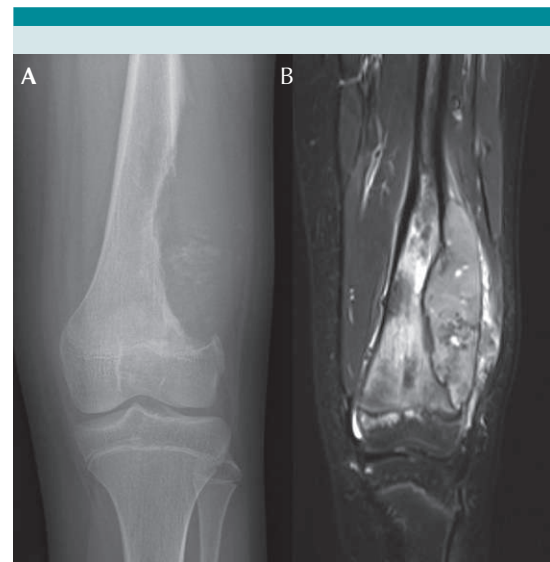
Paciente de 12 años con 3 meses de evolución con dolor en rodilla izquierda, con aumento de volumen, dolor en la cara lateral de fémur distal, sin otros hallazgos. La radiografía en proyección anteroposterior (A) demostró una lesión destructiva (osteolítica) en el fémur distal, con márgenes mal delimitados, reacción perióstica y masa de partes blandas. Ante estos hallazgos, está indicado realizar una RMN del fémur izquierdo con uso de gadolinio, confirmando la presencia de una neoplasia agresiva con extensión de la lesión al tejido blando (B). Estos hallazgos son consistentes con un osteosarcoma, confirmado en el estudio anatomopatológico por biopsia con aguja.
